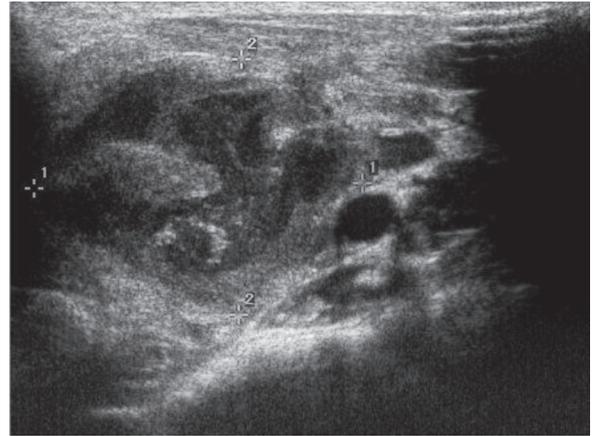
Ultrasonography shows a perithyroidal abscess in the left anterior deep cervical space.
